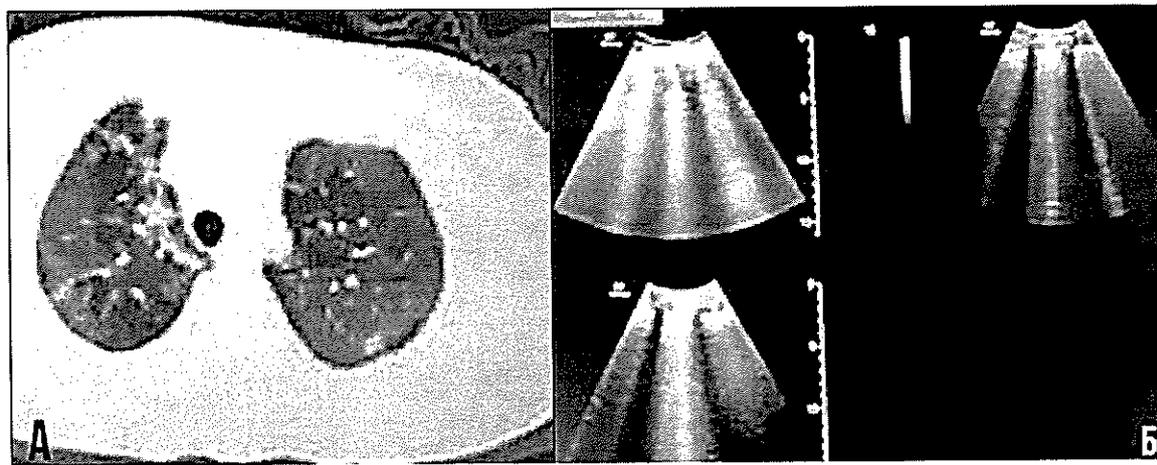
КТ и УЗИ легких на исходе лечения тяжелой формы COVID-пневмонии
